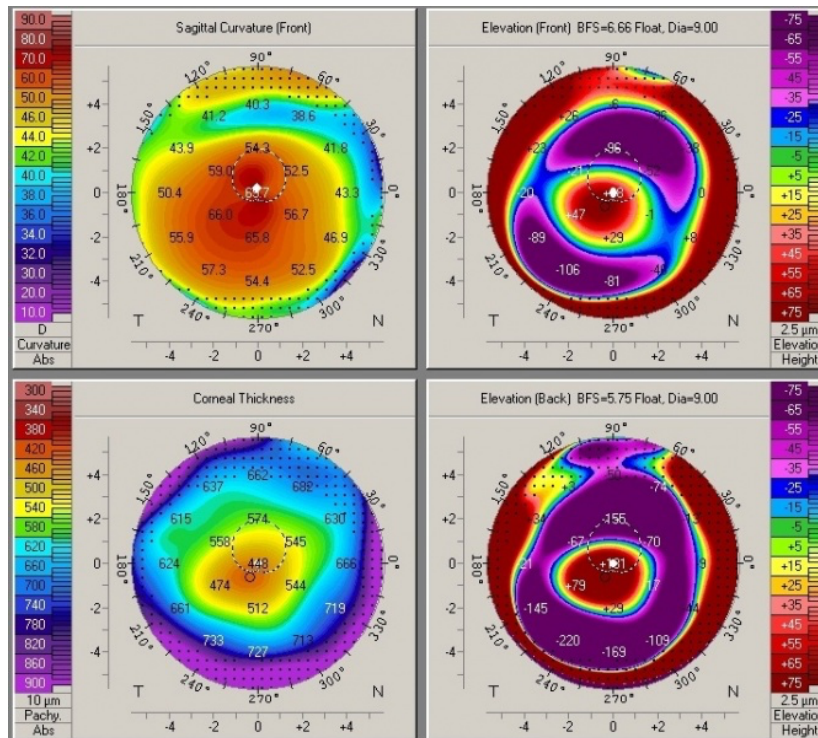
Topografia e tomografia corneale in un occhio con cheratocono Fonte: EyeWiki, «Keratoconus», American Academy of Ophthalmology
